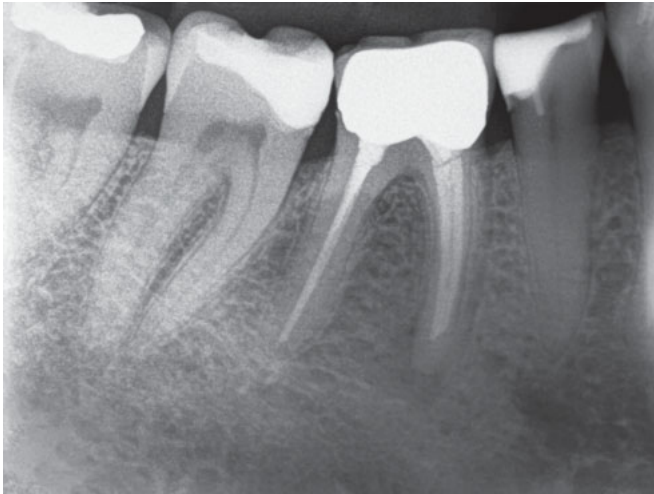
Röntgenaufnahme eines alio loco behandelten Zahnes mit einer symptomatischen apikalen Parodontitis und insuffizienter Wurzelkanalfüllung. Die mesialen Kanäle waren nicht bis zum Apex und das distale Kanalsystem nicht genügend dicht gefüllt. Füllmaterialien waren Guttapercha und ein Epoxidharz-Sealer, welcher erfahrungsgemäß nicht einfach zu entfernen ist
